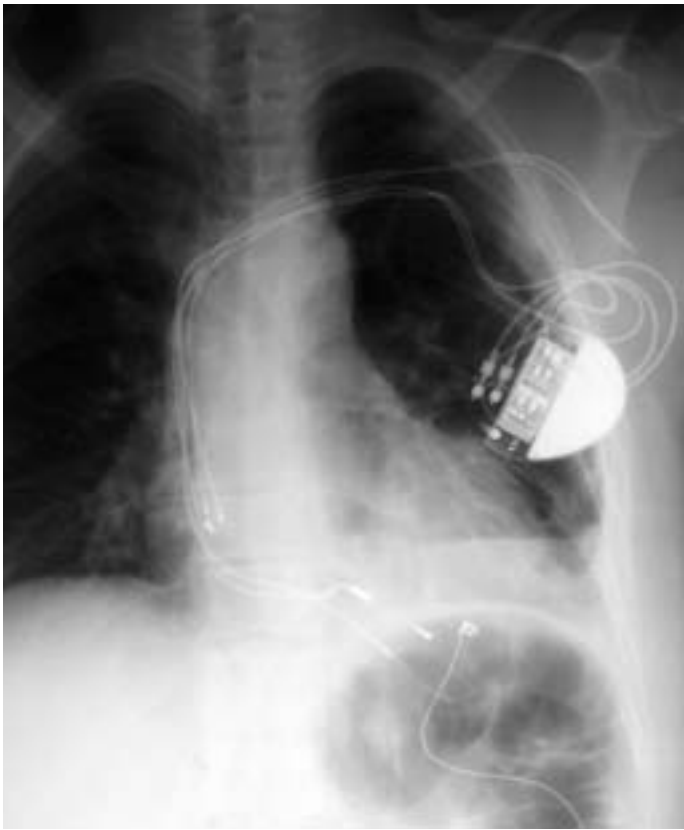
Radiografía de Torax PA. Cable epicárdico y cuatro cables endocavitarios, dos en aurícula derecha y dos en ventrículo derecho. Dos cables (auricular y ventricular) abandonados y dos conectados a generador bicameral
